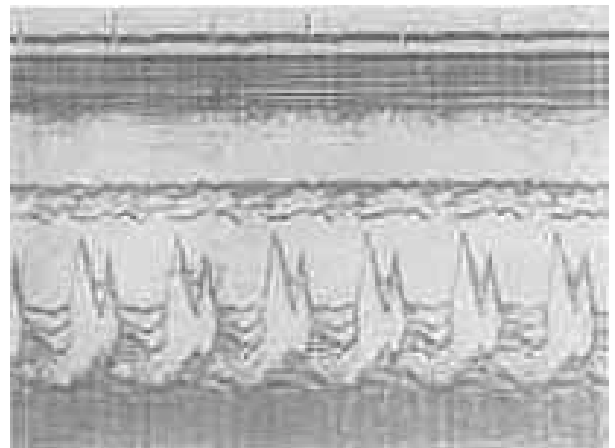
Ecocardiograma mostrando prolapso valvular mitral no indivíduo I₂.
